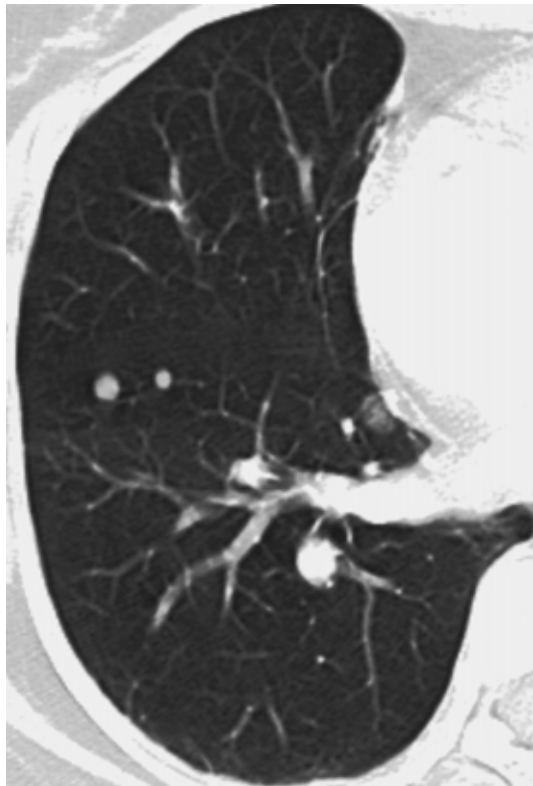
Benign metastasis from uterine myoma in a 49-year-old woman who had undergone hysterectomy 8 years ago. Axial CT image shows round metastatic nodules in the right lower lobe.
